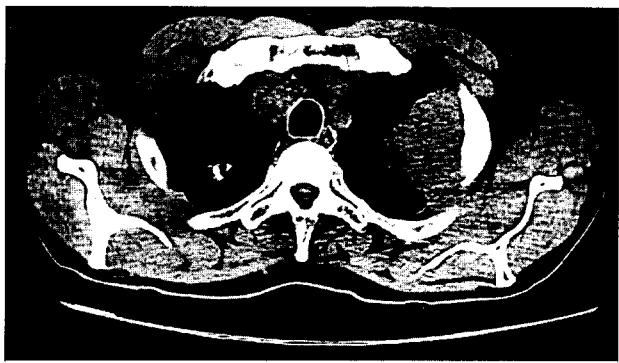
증례 1)의 흉부 컴퓨터 단층 촬영.
